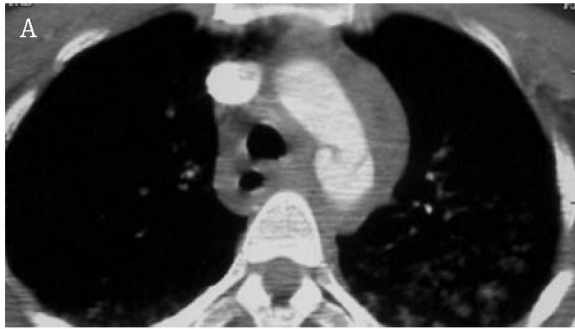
A female patient aged 23 with posttraumatic rupture of thoracic aorta wall. CT. Delamination of the thoracic aorta and a hematoma in the mediastinum visible.
